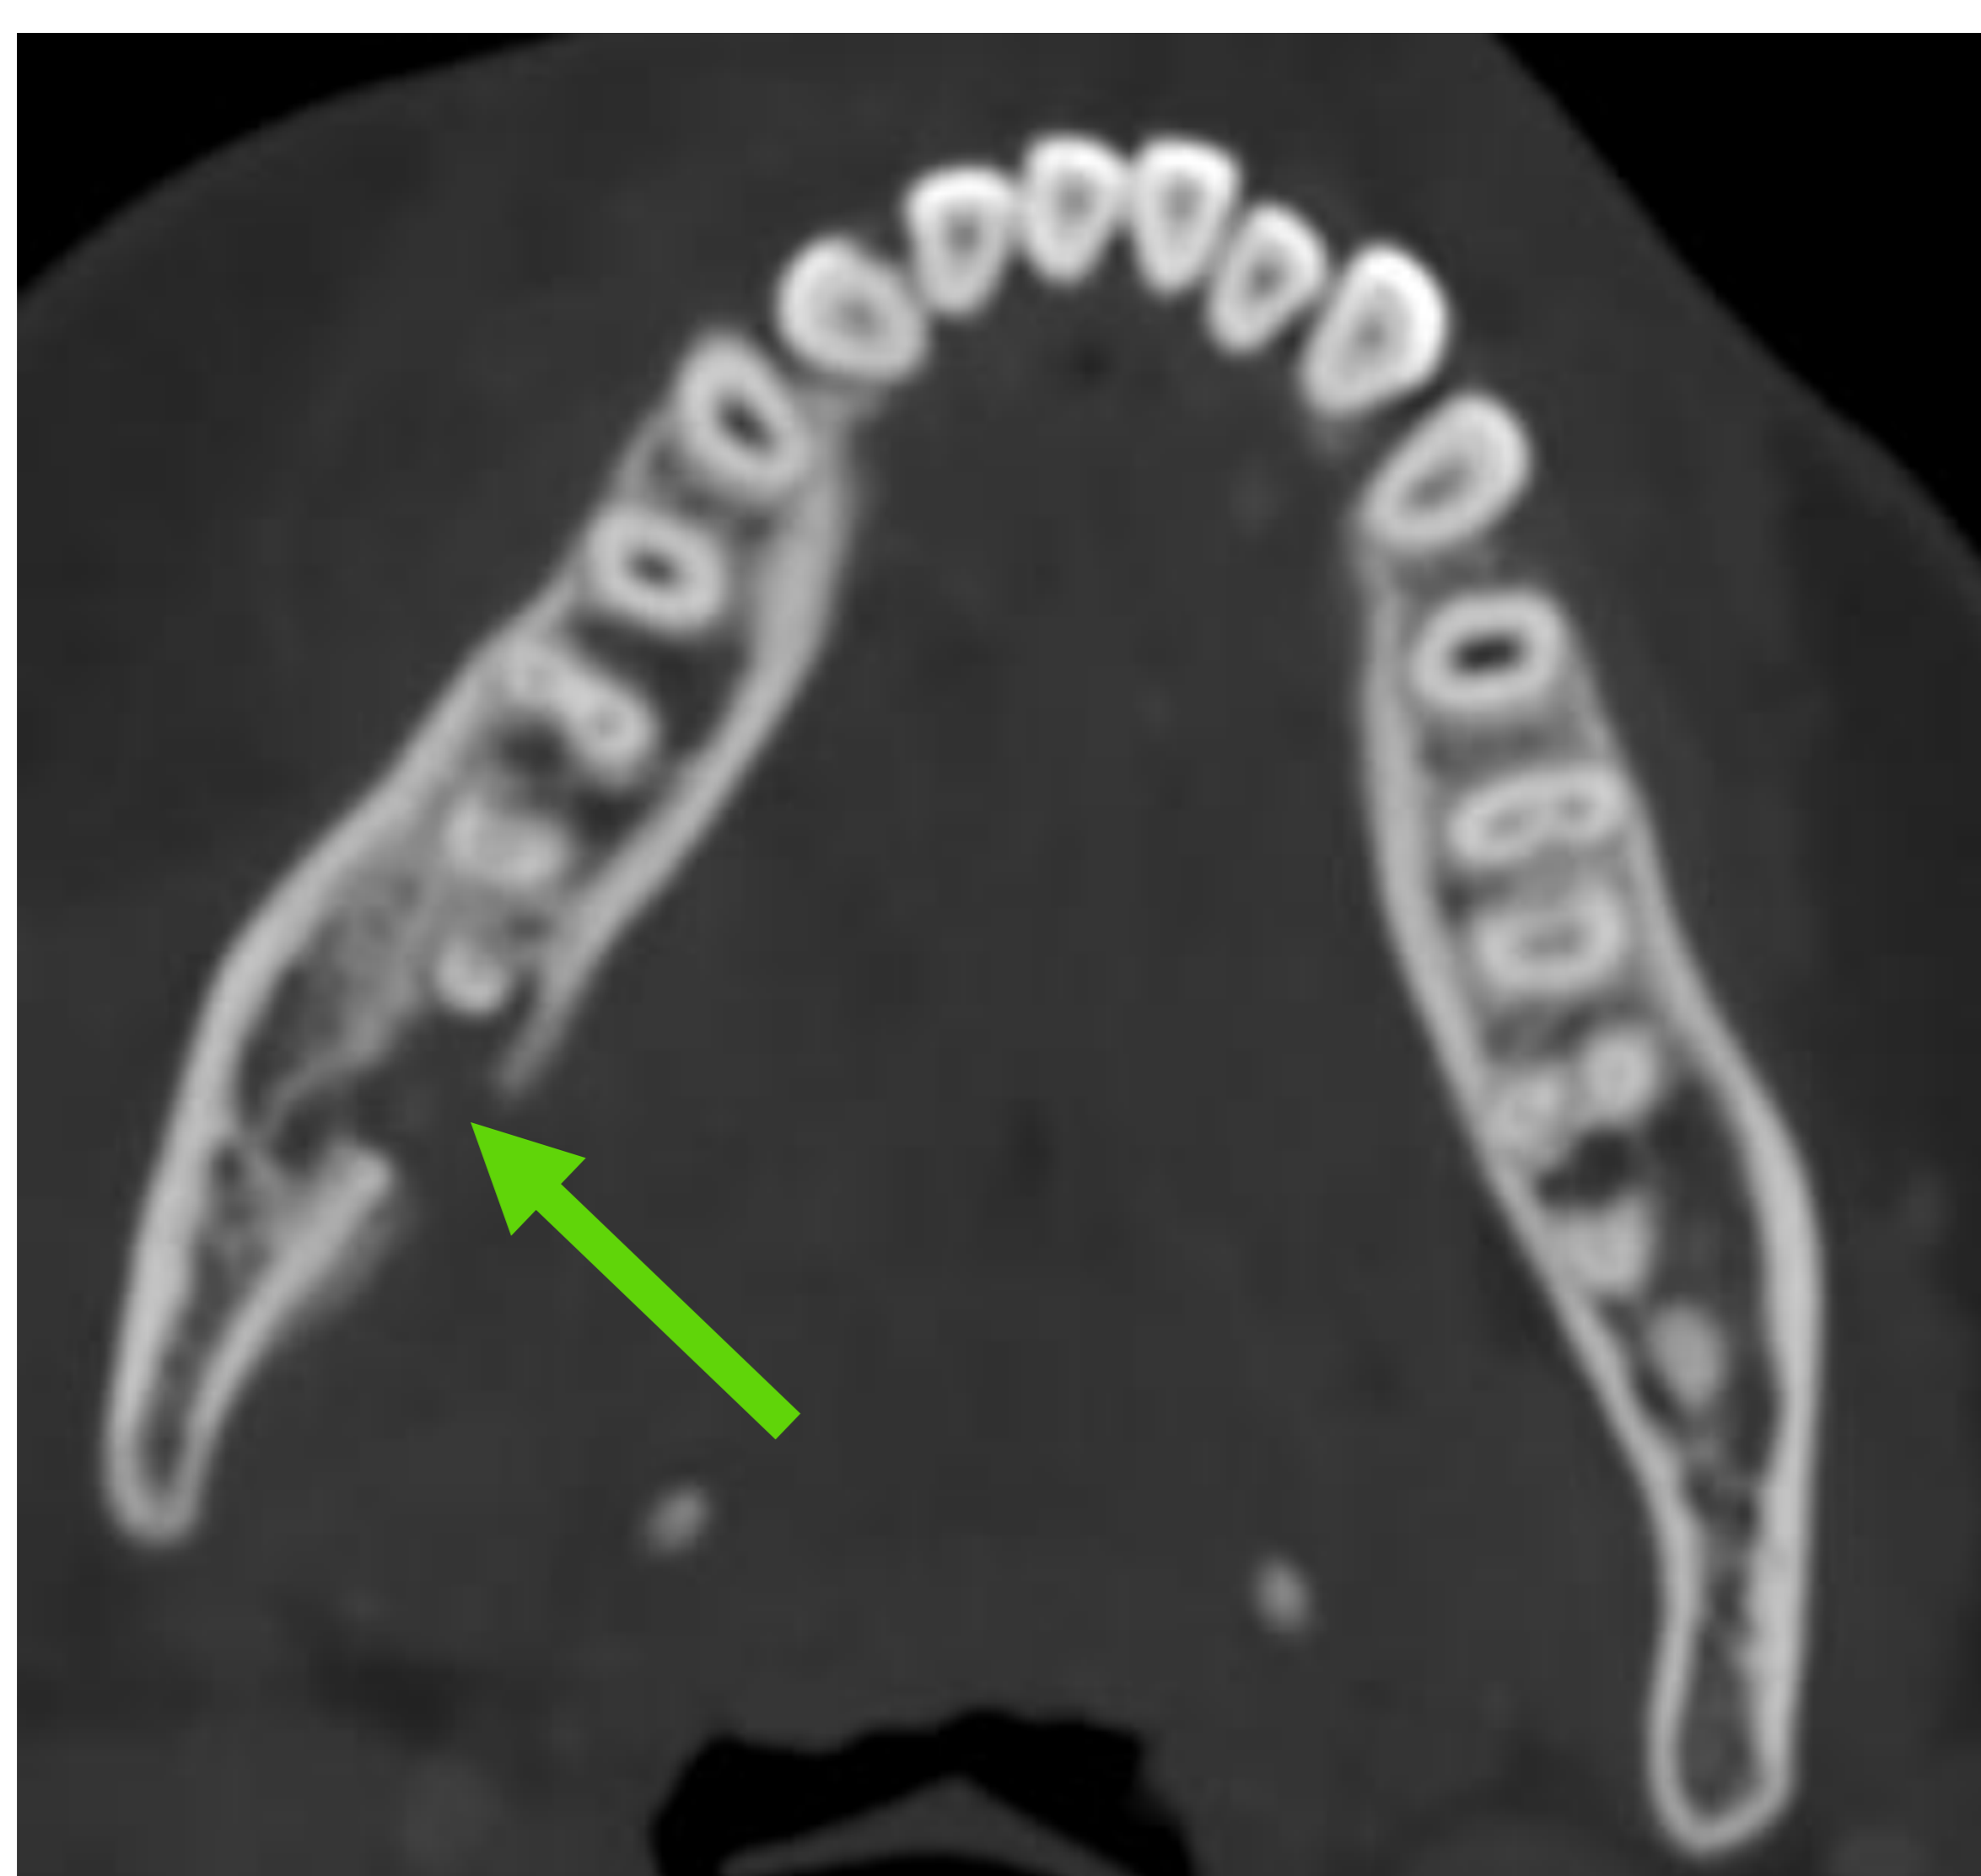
TC de cráneo sin contraste, ventana de hueso. Rotura cortical adyacente a tercer molar inferior derecho secundaria a caries.
